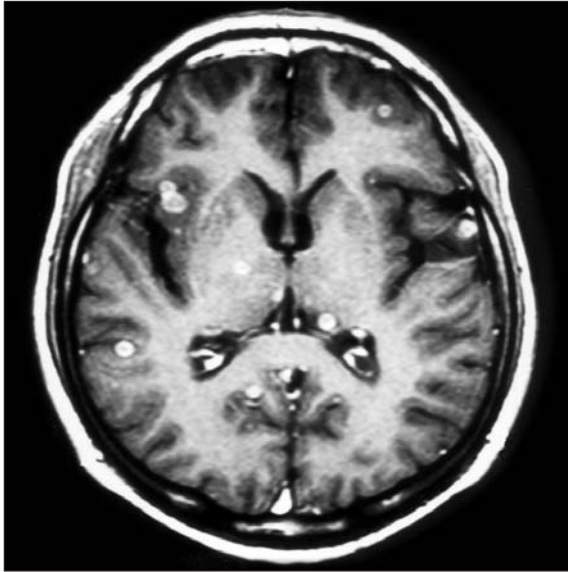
Olgunun kontrol T₁ ağırlıklı prekontrast aksiyal beyin MRG'si (tedavinin 14. ayında).
